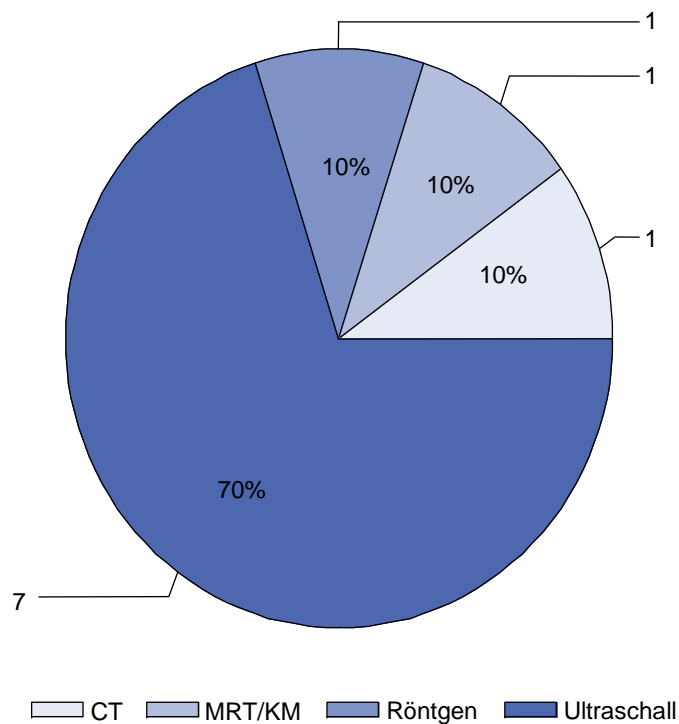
Absolute und relative Verteilung der unterschiedlichen bildgebenden Diagnostika, die nach dem Ultraschall dem Kollektiv von n=68 empfohlen wurden, das zwischen 1999-2009 an der Echinokokkus- Ambulanz der Uni Ulm untersucht wurde (CT=Computertomographie, MRT= Magnetresonanztomographie, KM= Kontrastmittel)
